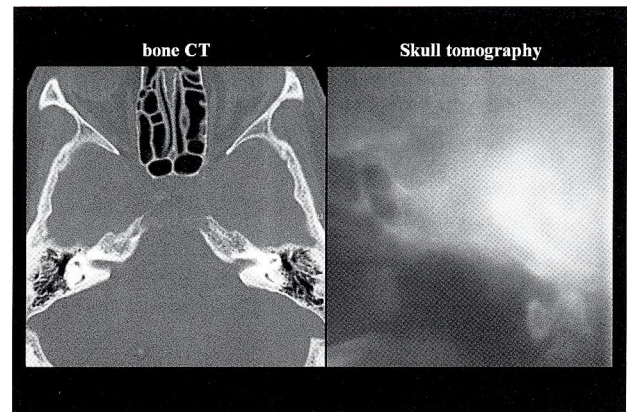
術前Bone CT (左)、Skull tomography (右)
